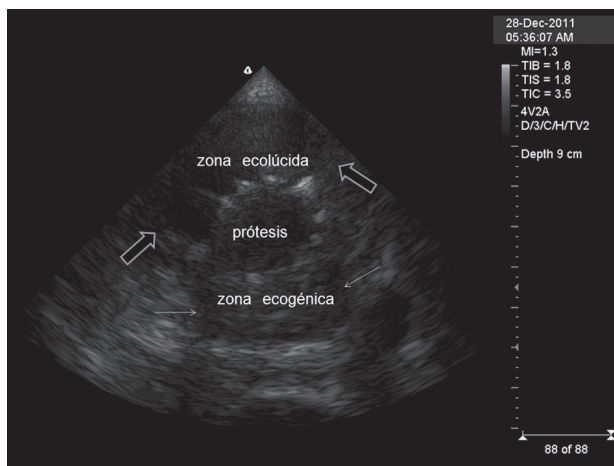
Ecografía 2D con zoom en eje transverso: se aprecia claramente la diferencia ultrasonográfica entre las zonas anterior del aneurisma, hemorrágica, (entre flechas grandes) y la posterior, trombosada, (entre flechas chicas)
